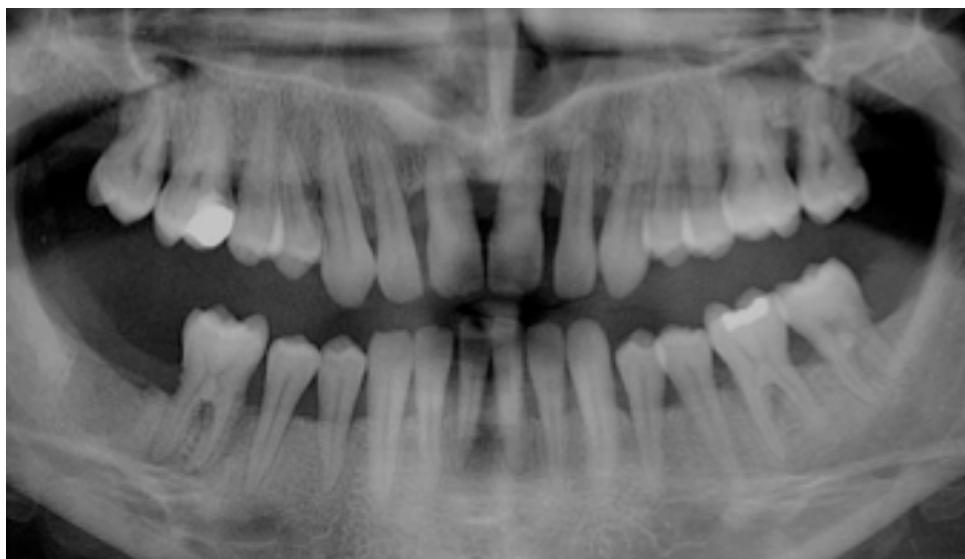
RADIOGRAPHIE PANORAMIQUE D'UN PATIENT ATTEINT DE PARODONTITE : le patient présente une lyse osseuse.
